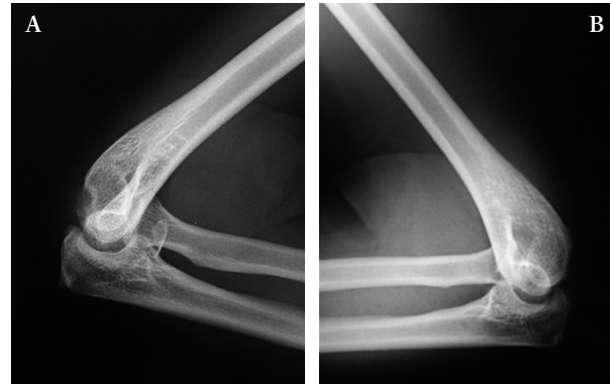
Radiografías de ambos codos después de la reducción, a) lateral codo derecho, b) lateral codo izquierdo postreducción.
